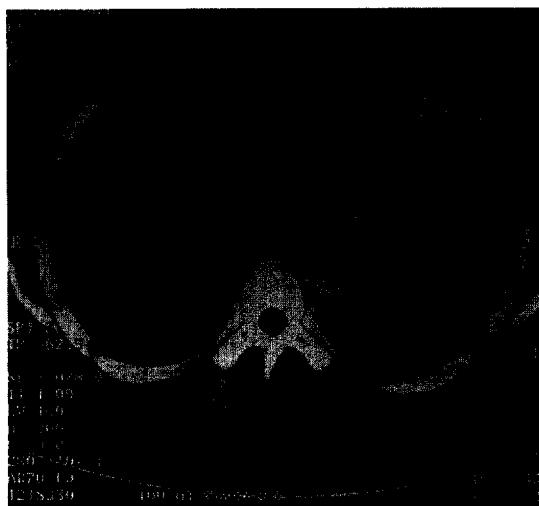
Chest CT scan reveals a relatively homogenous, large lobulated mass with small, faint low attenuation spots within the mass in the posterior mediastinum. An another round nodule on right upper lobe and multiple mediastinal lymphadenopathy are visible.
